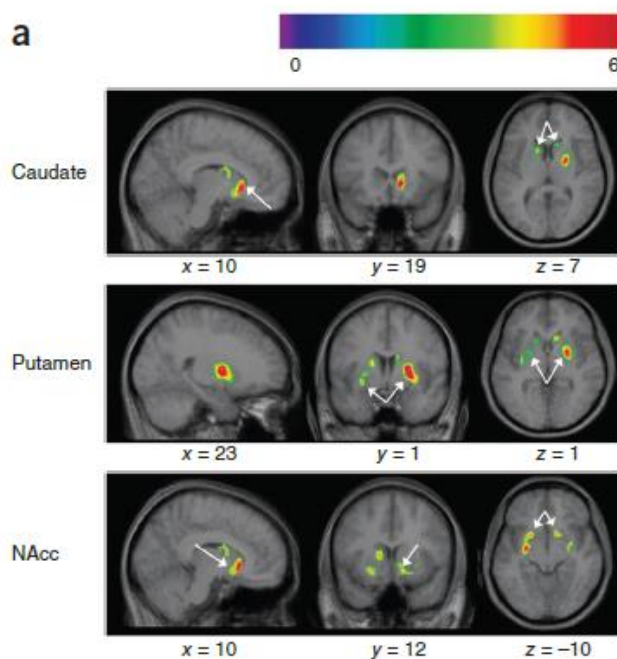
La PET dimostra il rilascio della dopamina durante l'ascolto di un brano ritenuto dal soggetto piacevole. Le mappe parametriche statistiche rilevano che il legame di potenziale del reclopride diminuisce bilateralmente nel caudato, nel putamen e nel nucleo accumbens (NAcc), indicando un maggior rilascio di dopamina durante l'ascolto del proprio brano preferito.
